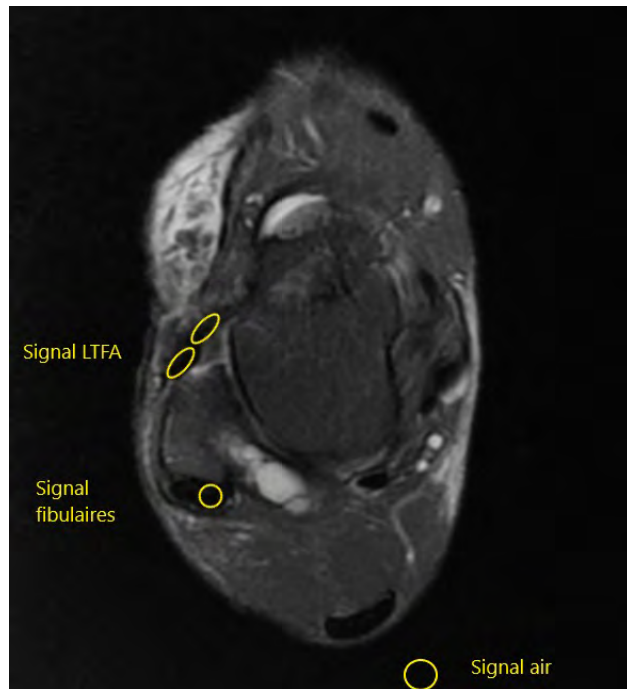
IRM coupe axiale DP FS représentant les différentes mesures nécessaires au calcul du SNQA pour le LTFa. Notez les mesures multiples de surfaces équivalentes afin d'évaluer le signal moyen de l'ensemble du ligament.
